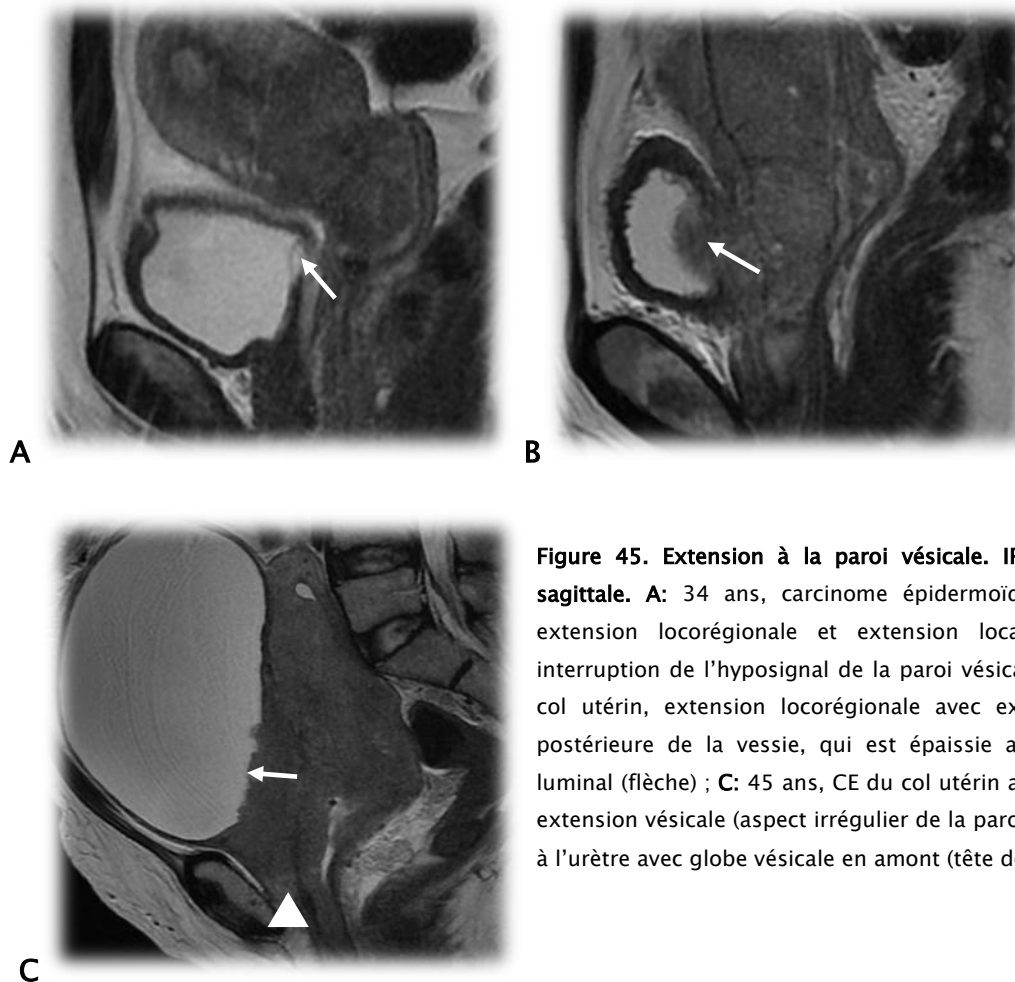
Extension à la paroi vésicale. IRM en pondération T2 en coupe sagittale. A: 34 ans, carcinome épidermoïde (CE) du col utérin avec large extension locorégionale et extension localisée à la paroi vésicale avec interruption de l'hyposignal de la paroi vésicale (flèche) ; B: 36 ans, tumeur du col utérin, extension locorégionale avec extension à l'urètre et à la paroi postérieure de la vessie, qui est épaissie avec volumineux bourgeon endoluminal (flèche) ; C: 45 ans, CE du col utérin avec large extension locorégionale, extension vésicale (aspect irrégulier de la paroi postérieure, flèche), et extension à l'urètre avec globe vésicale en amont (tête de flèche).
